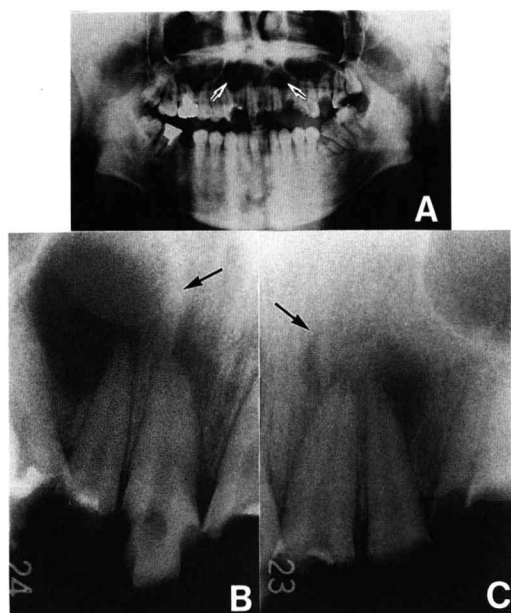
Preoperative radiograph's view.
